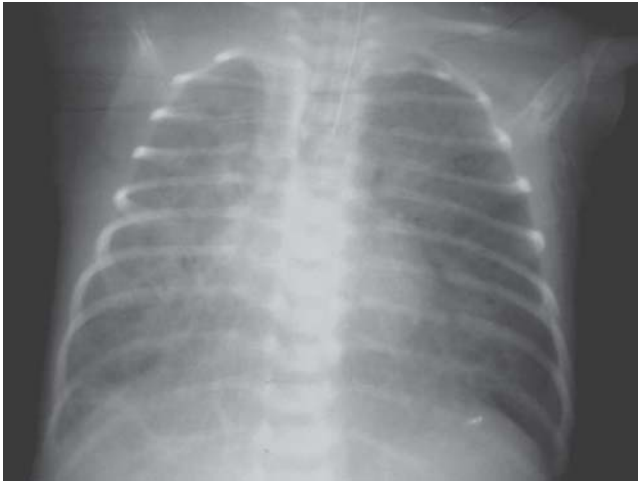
Radiografía de tórax (vista frontal) Displasia fibrosa broncopulmonar: Pulmones sobredistendidos con aumento de la transparencia en el tercio inferior del lado izquierdo. Opacidades redondeadas confluentes en los 2 pulmones, pero más evidentes en el derecho.
